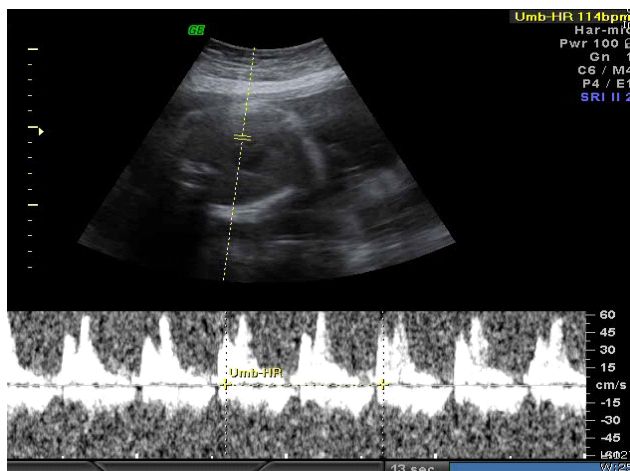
At 29 3/7 weeks of gestation, pulse doppler exam revealed decreased fetal heart rate to 114 beats/min.
